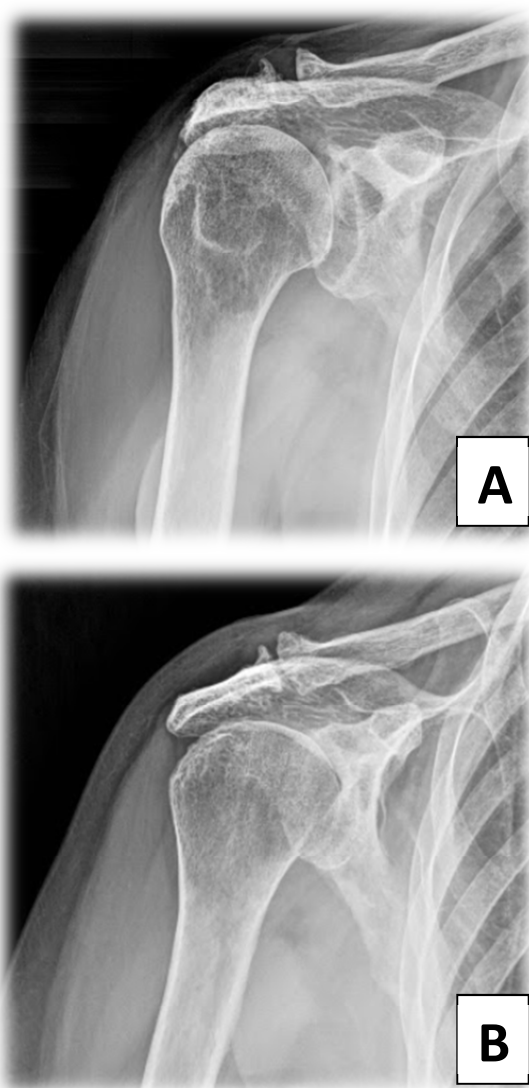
Radiografía A preoperatoria hace 7,5 años. Radiografía B paciente a los 7,5 años de seguimiento. Progresión de la artrosis y del pinzamiento del espacio subacromial.
